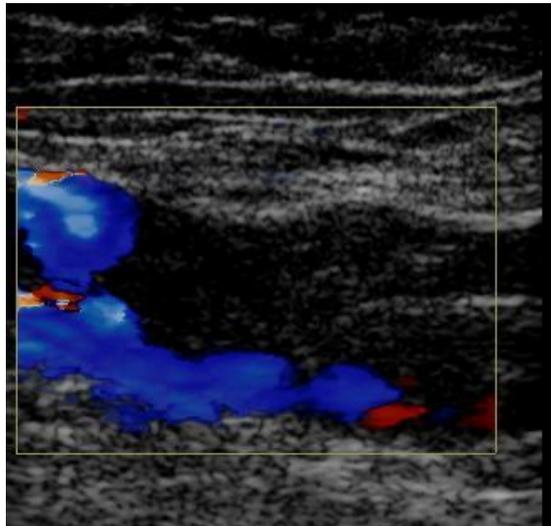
Ecografía Doppler se observa en color azul la formación de trombosis venosa aguda.
